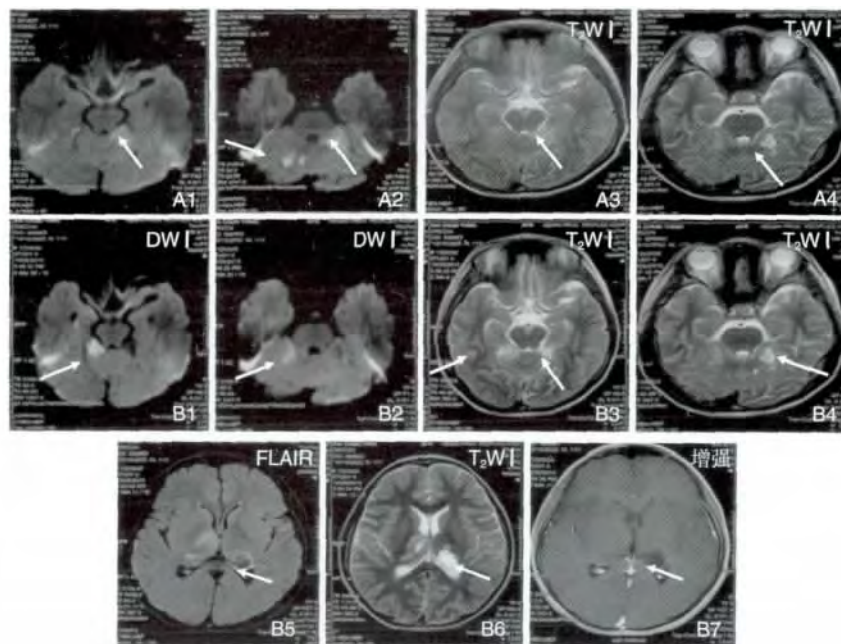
入院时、激素及抗栓治疗后 MRI 复查影像。A: 入院时; B: 激素及抗栓治疗后复查。箭头示双侧小脑半球新旧病灶不一,左侧丘脑液化坏死;且病灶呈环形强化。
